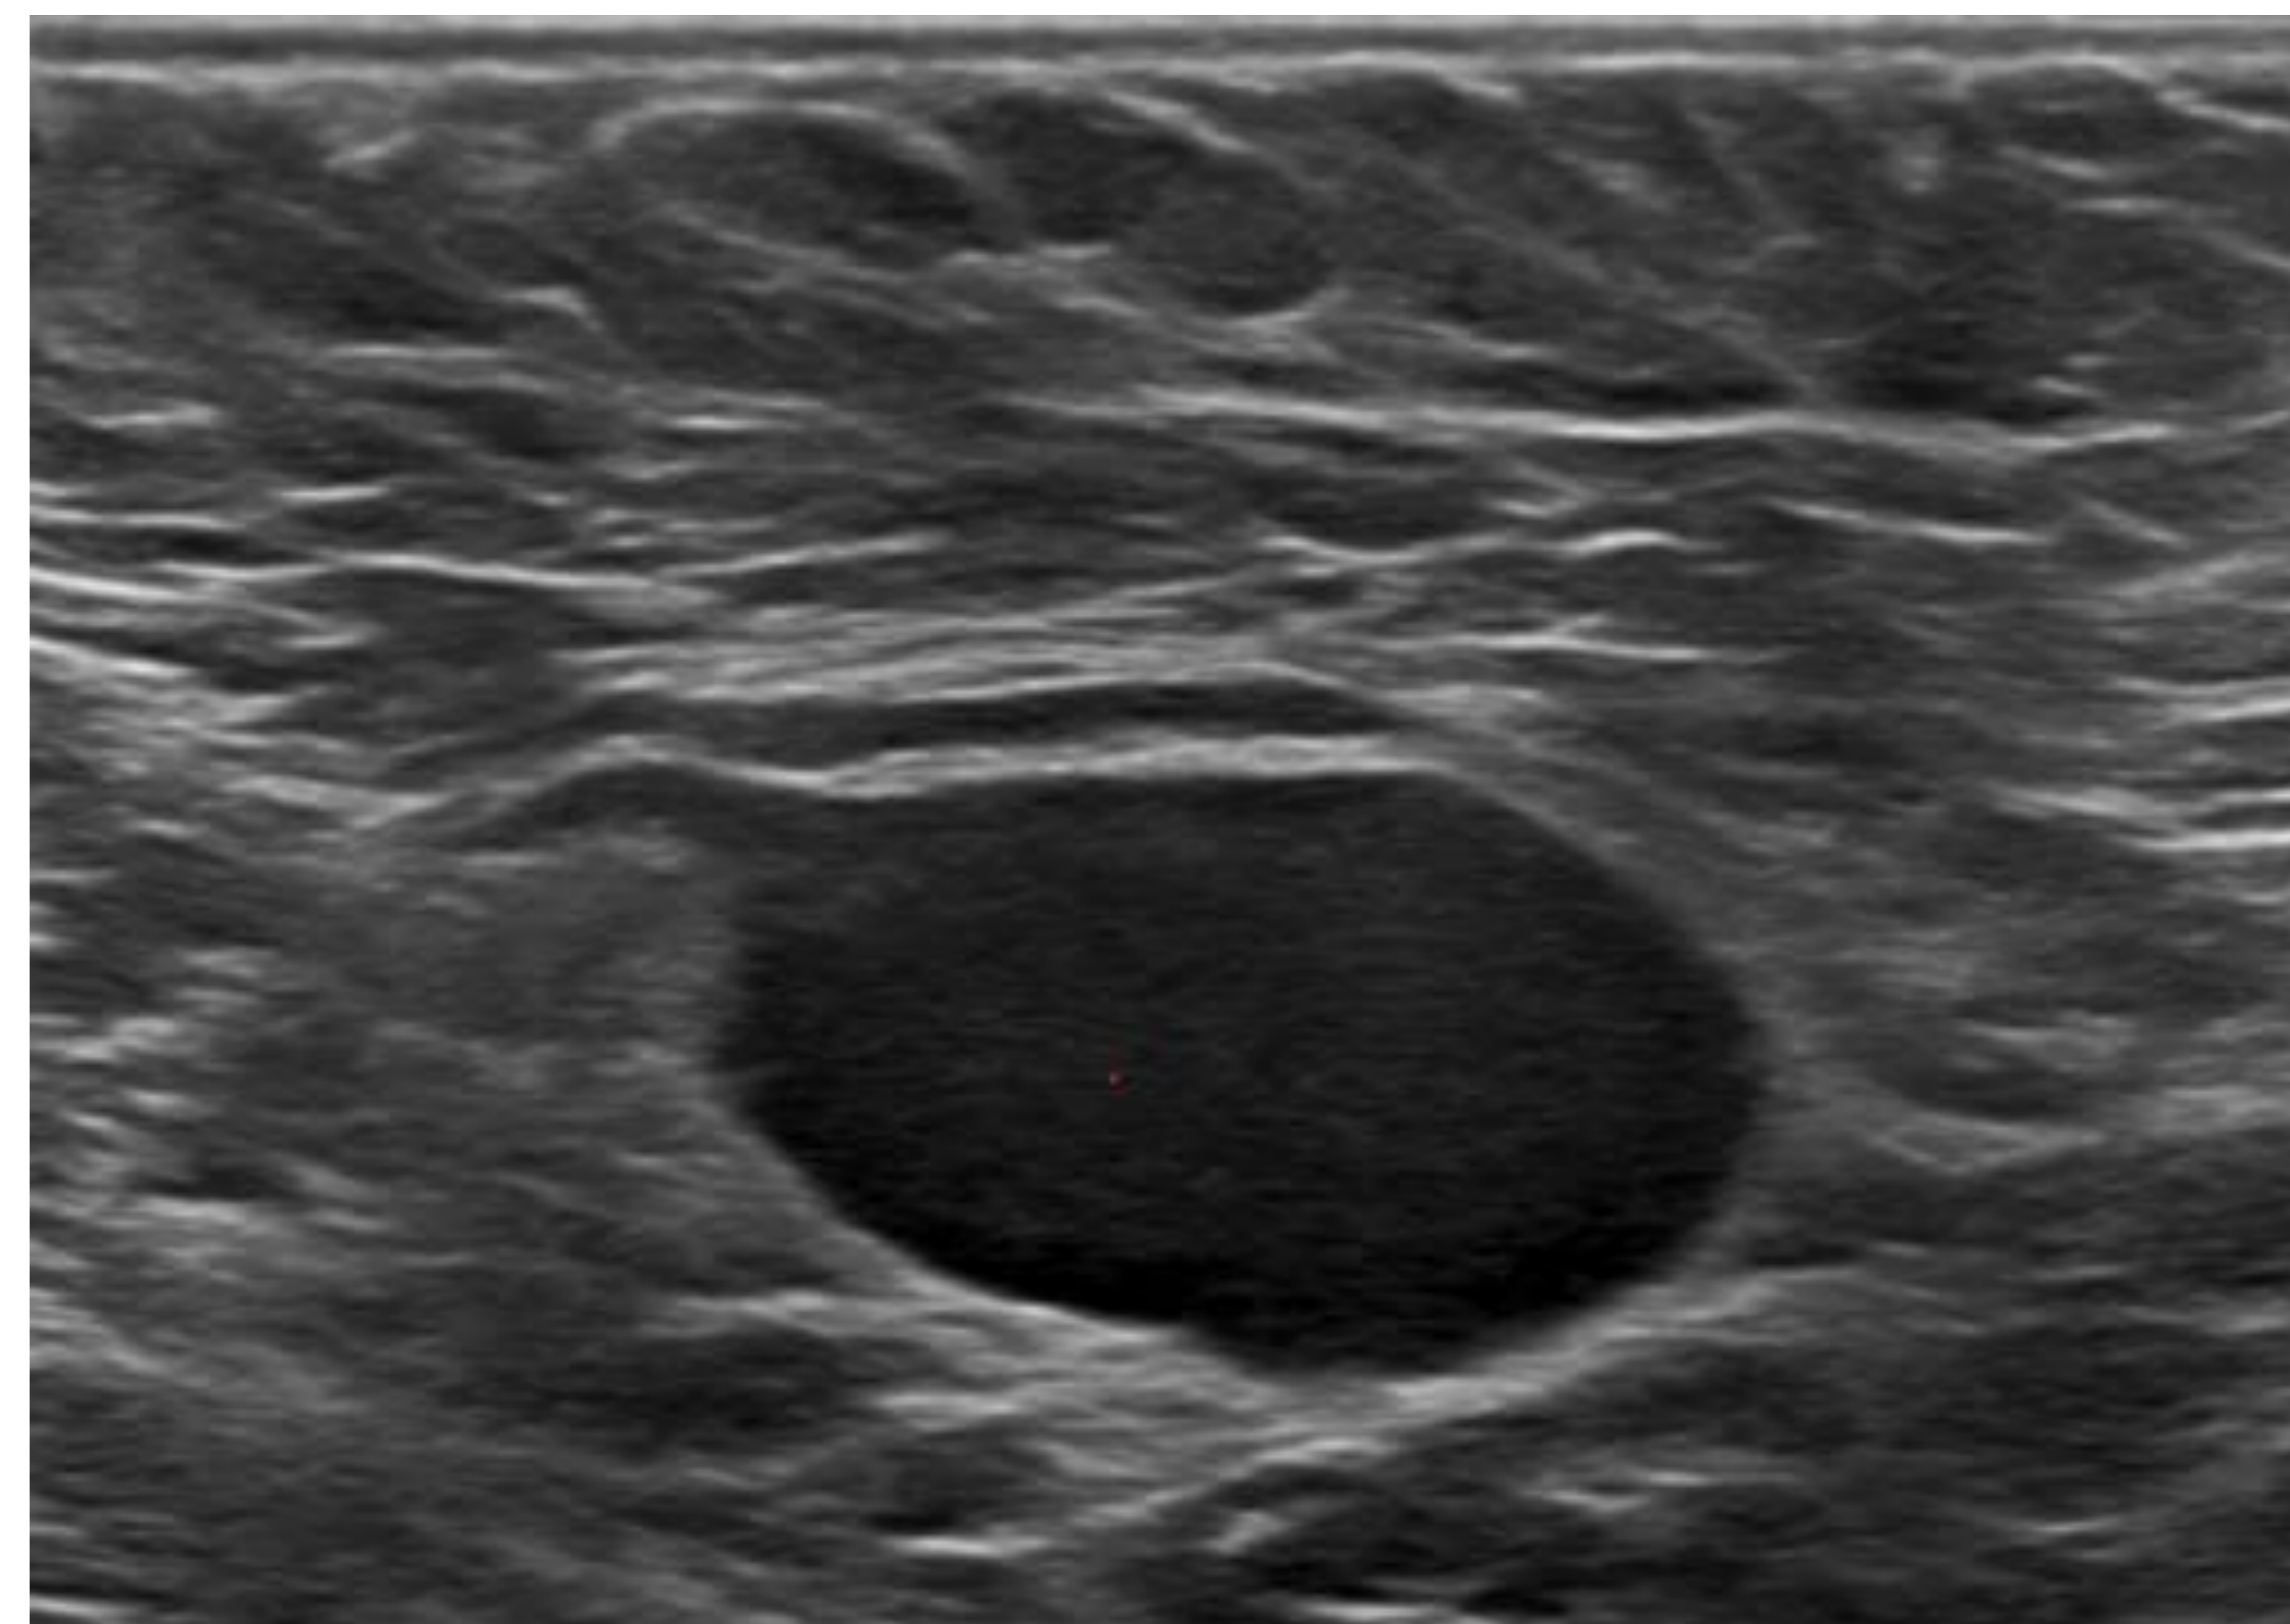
Ecografía axilar. Misma paciente de figura 1, se identifica adenopatía axilar derecha patológica con pérdida del hilo graso de aprox 8 mm de eje corto que se corresponde con lo visualizado en TC. Se realizó BAG.
